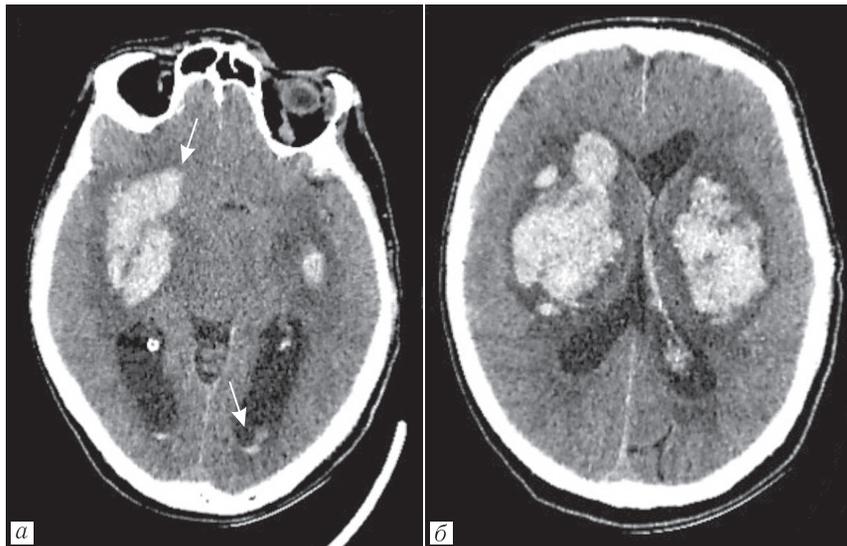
Пациент А., 59 лет. Острое отравление метанолом. Бесконтрастная СКТ головного мозга, аксиальный срез: полушарные и внутрижелудочковые кровоизлияния. Массивные билатеральные внутримозговые гематомы на уровне базальных ядер с зоной перифокального отека, кровоизлияния с прорывом в желудочковую систему. Боковые желудочки и субарахноидальные пространства компримированы (а, б)
